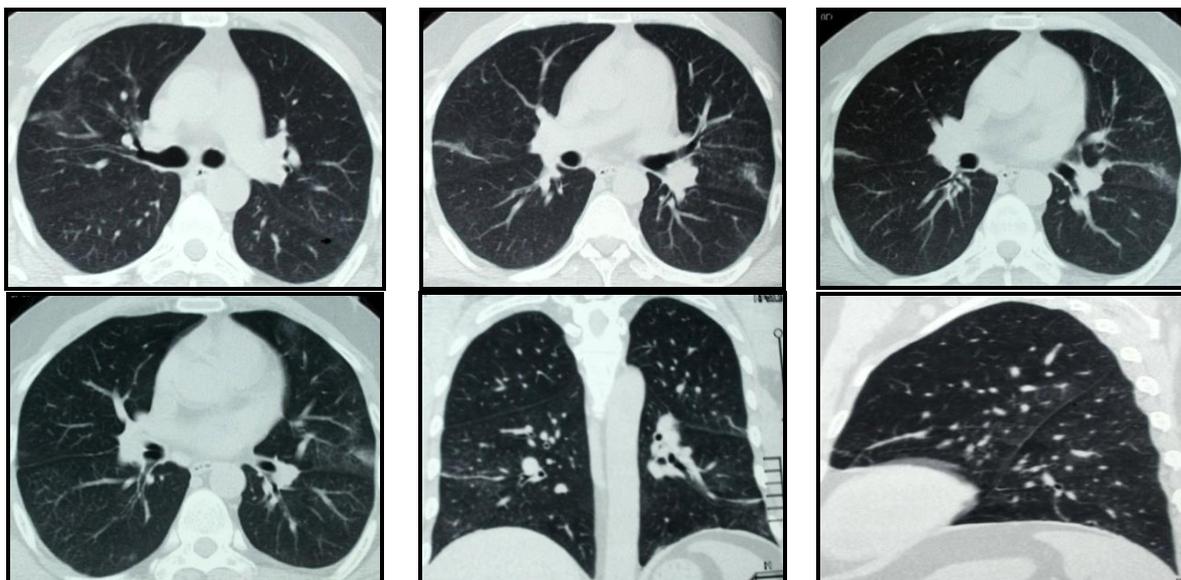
Больной К., 42 г. КТ грудного сегмента, июнь 2011г.
